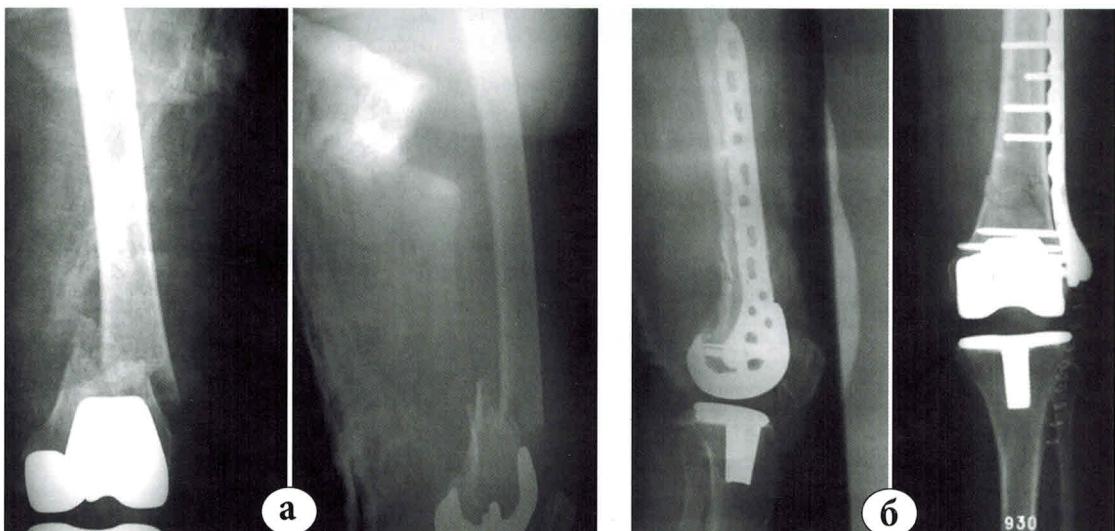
Надмыщелковый перелом бедренной кости: а – предоперационные рентгенограммы; б – рентгенограммы после остеосинтеза перелома пластиной
